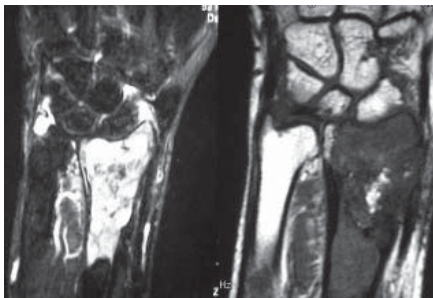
Preoperative coronal MRI of the patient
